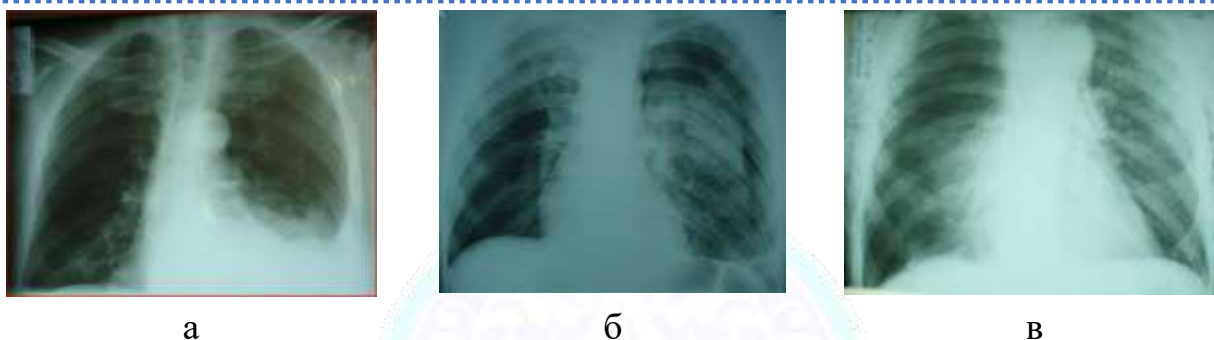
Рентгенограмма грудной клетки: а) гемоторакс слева, б) пневмоторакс слева, в) пневмоторакс справа, подкожная эмфизема грудной клетки и пневмомедиастинум.
